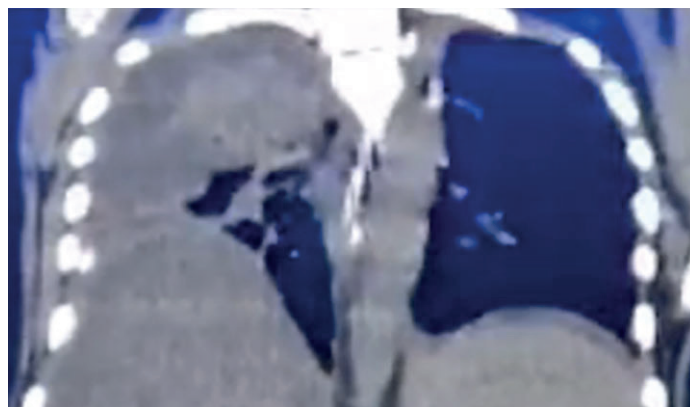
Tomografía simple de tórax en corte coronal. Derrame pleural loculado derecho con pulmón colapsado.
